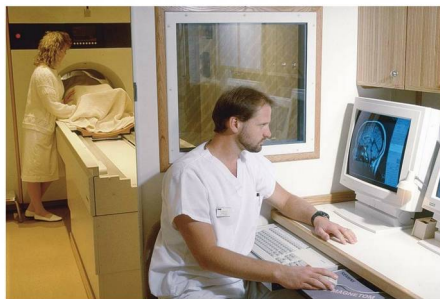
■ Laboratorio de RM.
